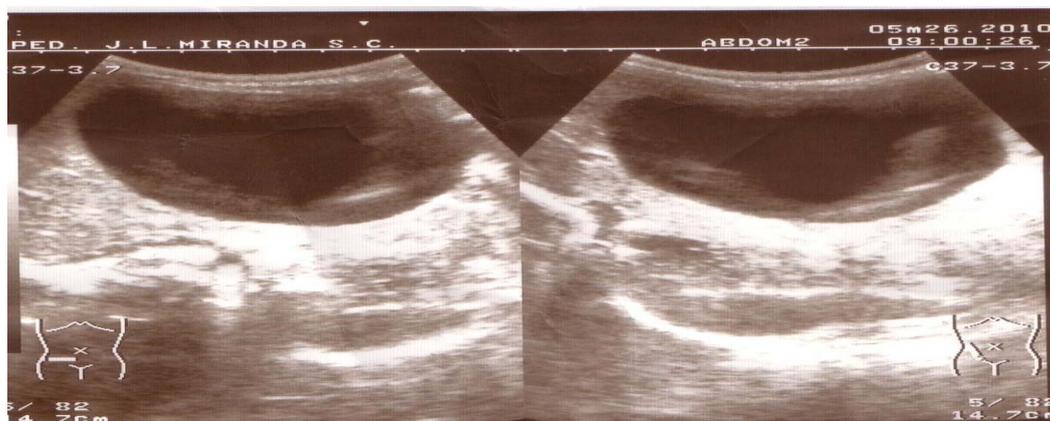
Ultrasonido abdominal que muestra imagen ecolúcida situada debajo del hígado, detectada en los cortes transversal y oblicuo.
